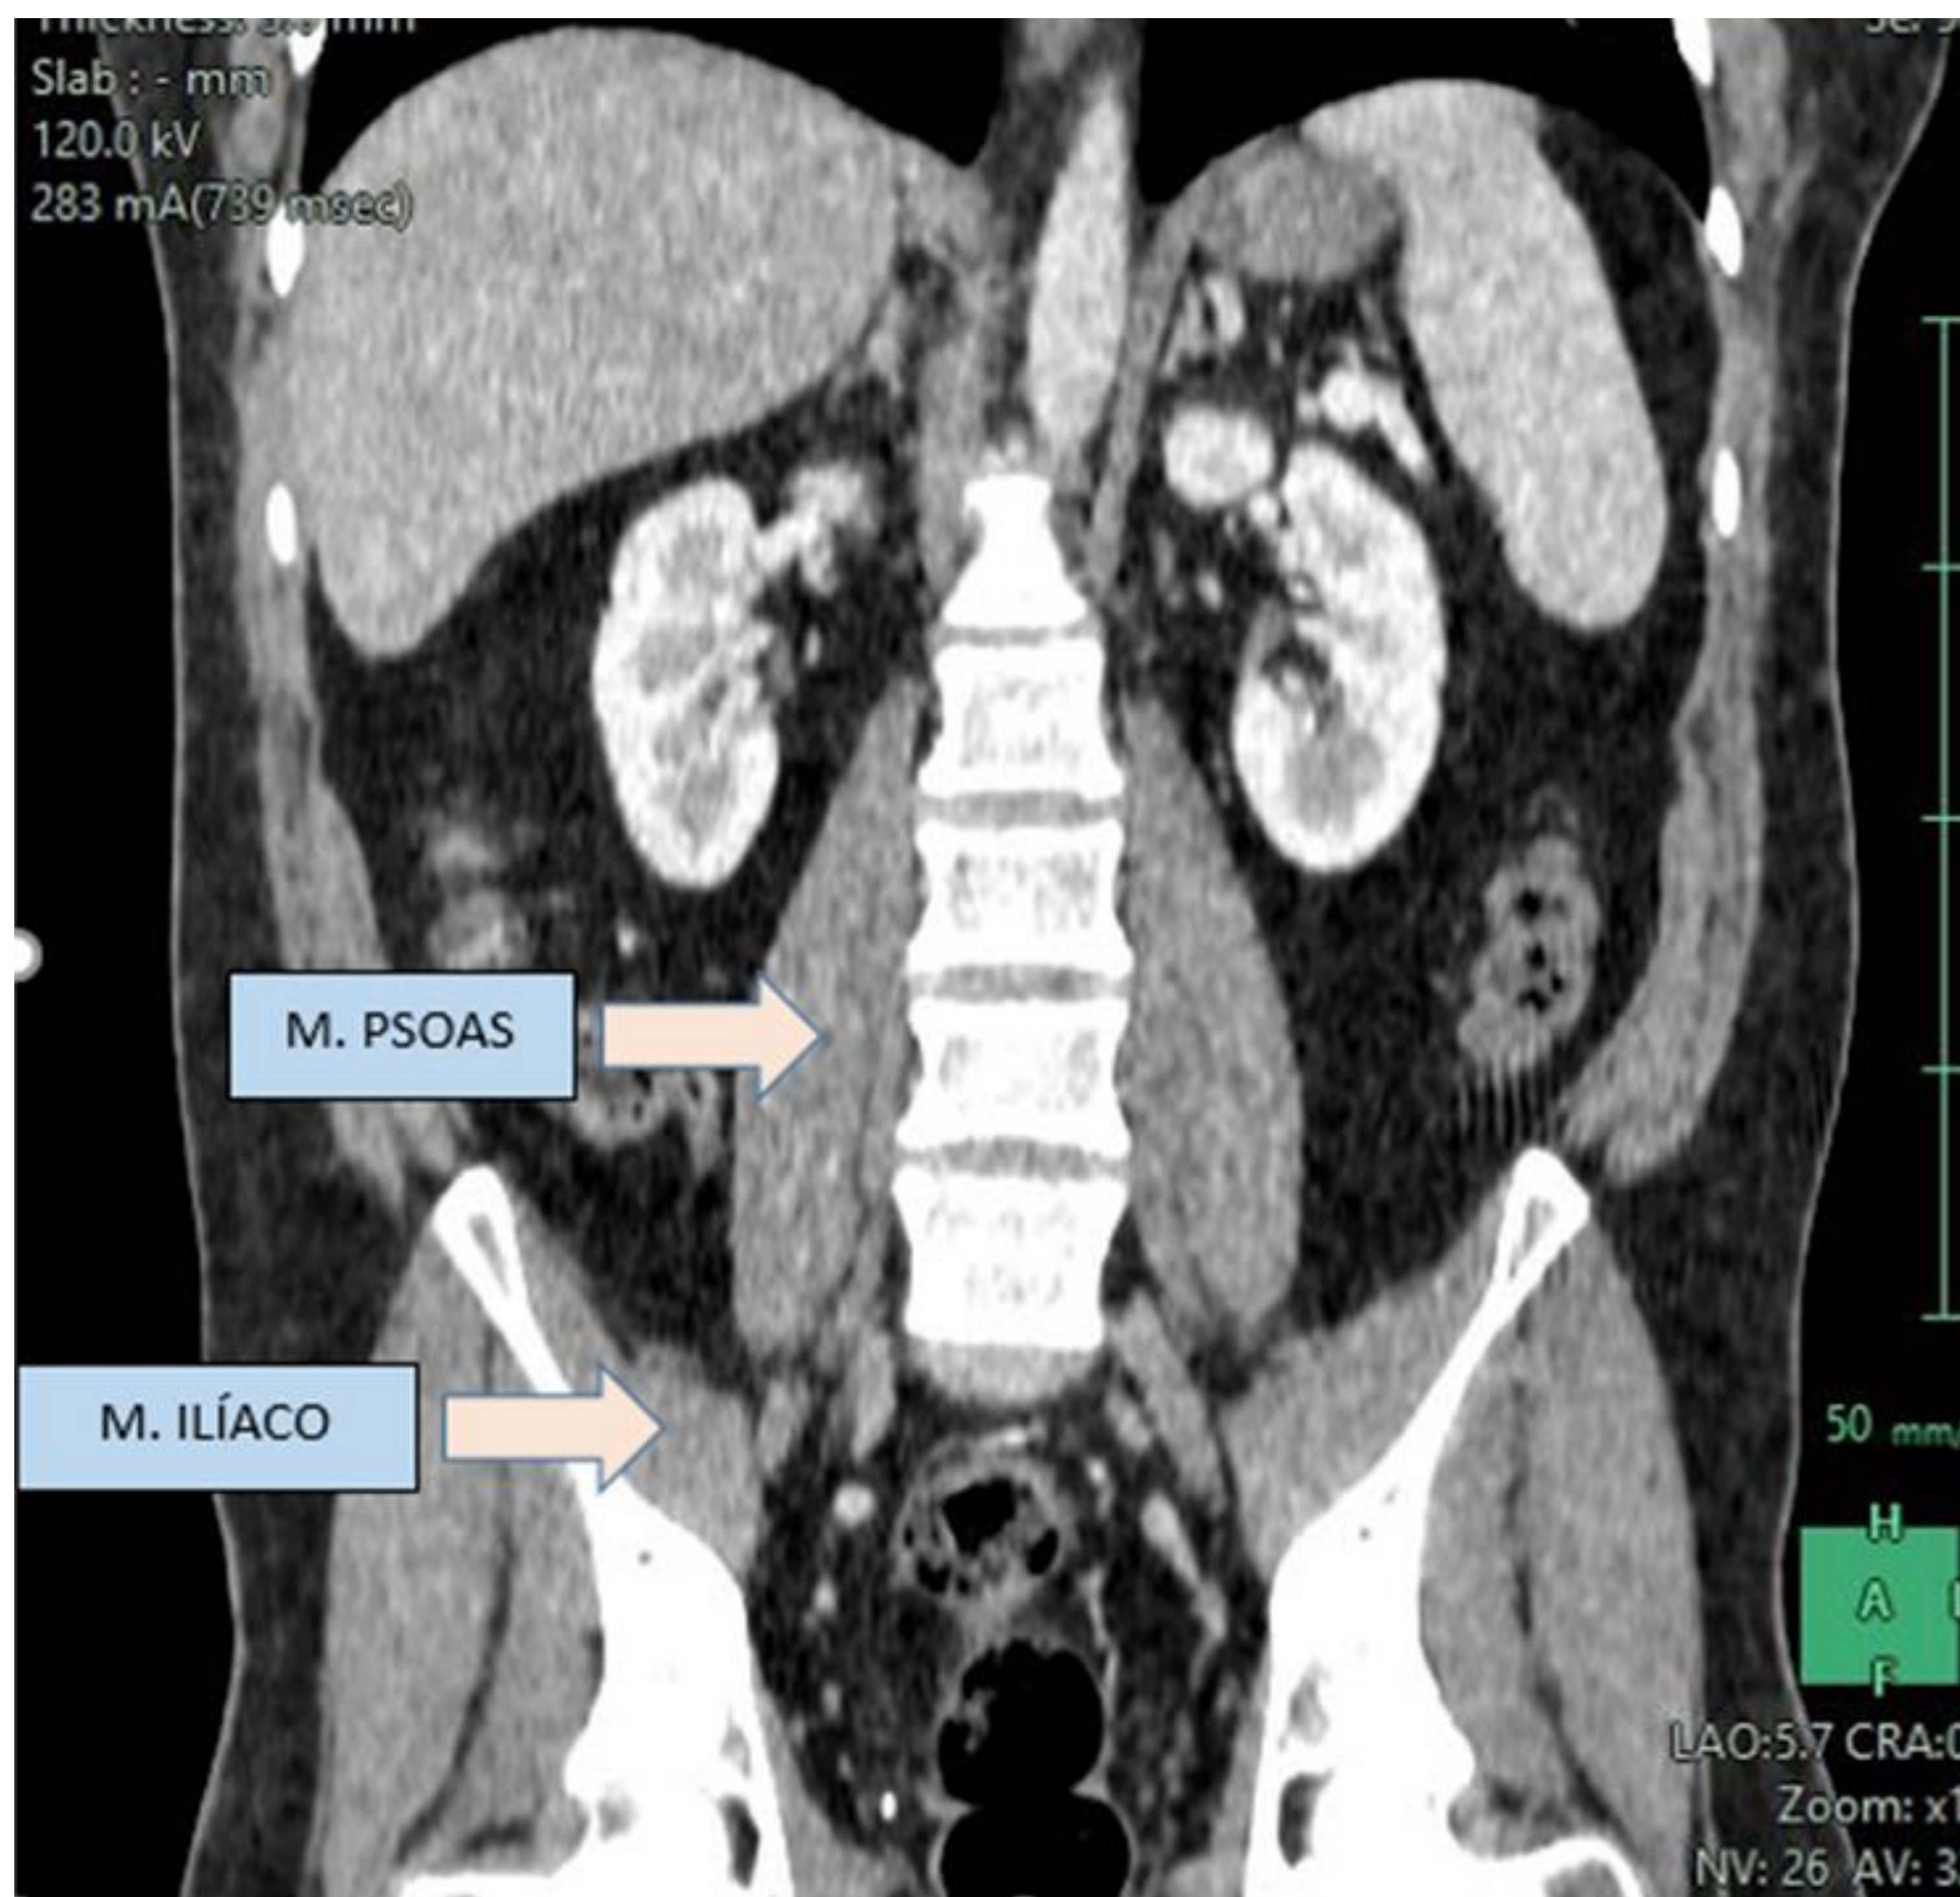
Reconstrucción coronal de TC que muestra el descenso del músculo psoas desde el lateral de los cuerpos vertebrales lumbares; el músculo ilíaco recubre el ala ilíaca en su porción media.
